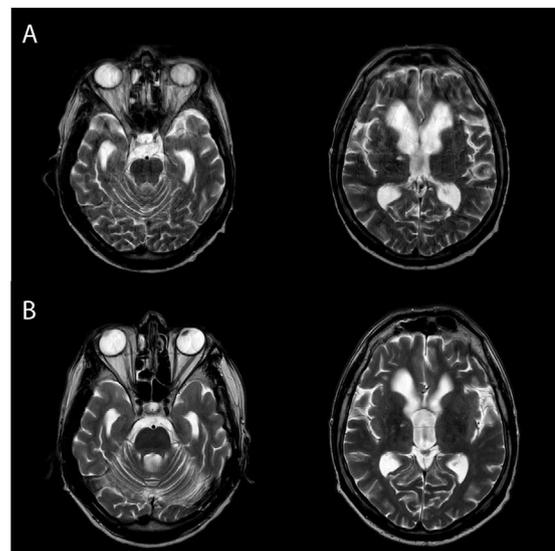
Evolución de RMN cerebral.
